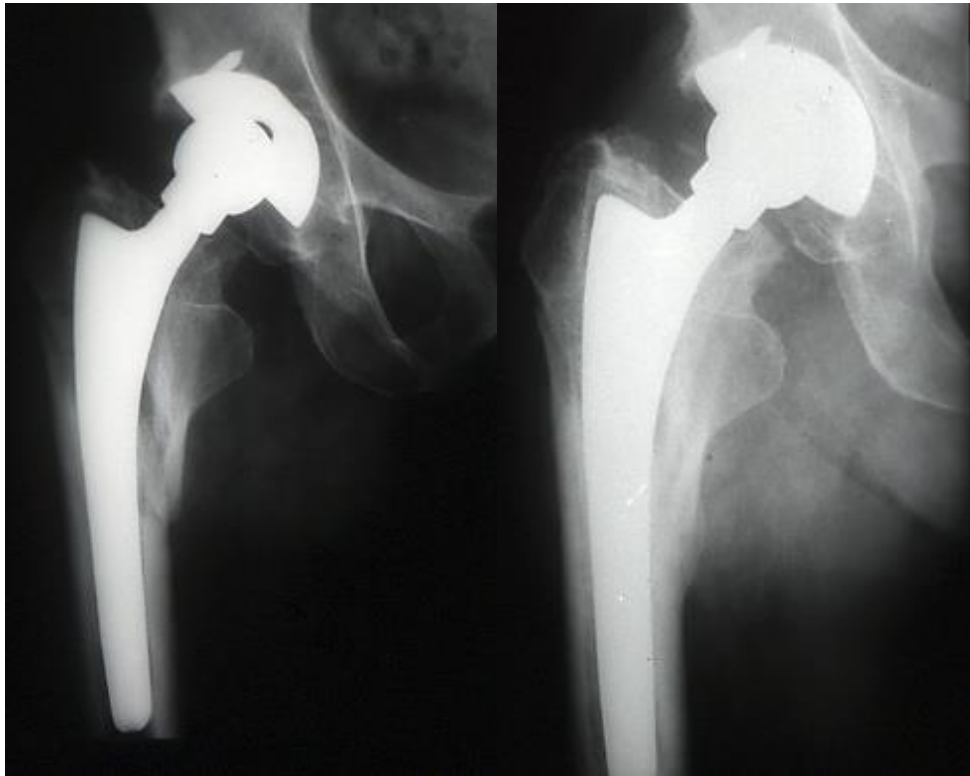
Radiografías anteroposteriores de una cadera en la que se observa una fractura postoperatoria del fémur a los 20 meses de la cirugía. La fractura consolidó con tratamiento conservador y con buen resultado clínico a pesar del hundimiento no progresivo del implante.
